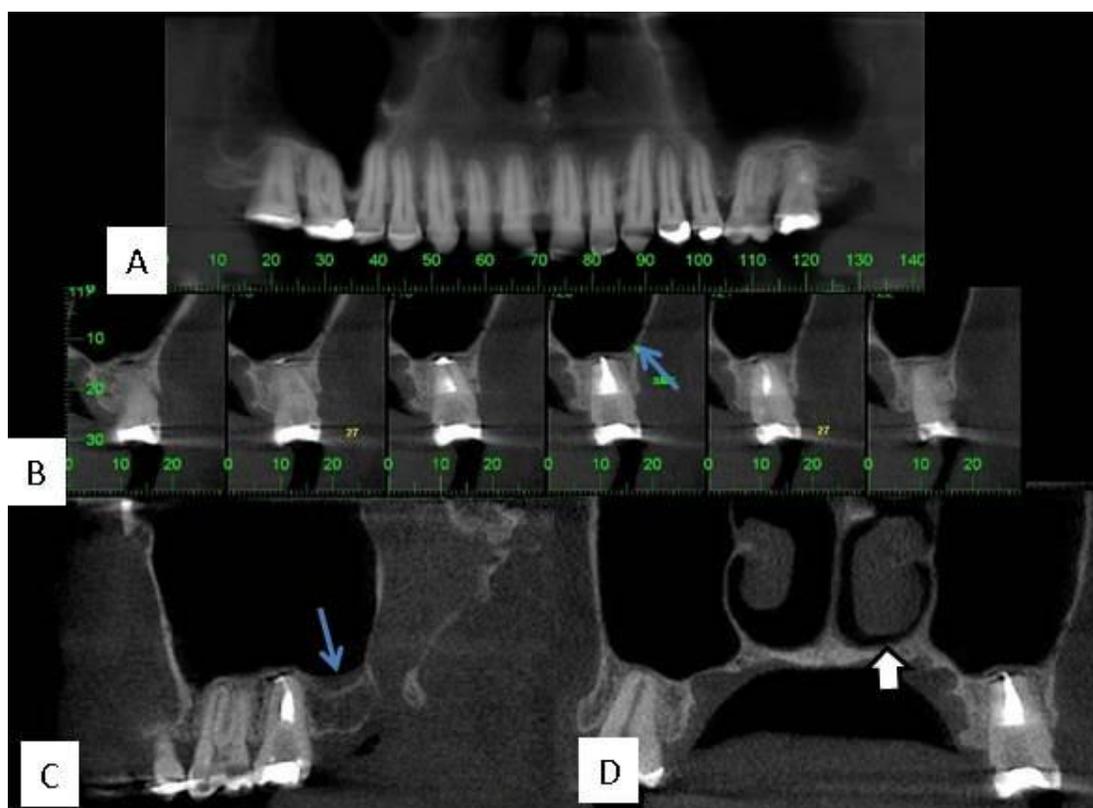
Imagens de Tomografia Computadorizada. A - Reconstrução panorâmica e B - Reconstruções transversais mostrando a lesão periapical (seta amarela) do dente 27 (cortes 114-117) e a comunicação buco-sinusal (seta vermelha). Verifica-se, ainda, velamento parcial do seio maxilar comprovando a sinusopatia de origem inflamatória (seta azul).
